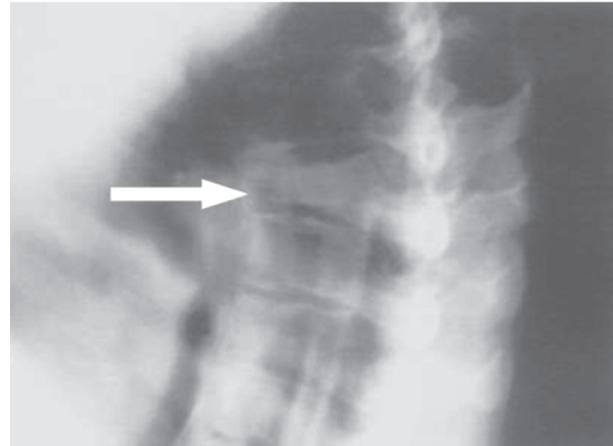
Рентгенограма грудного відділу хребта пацієнтки Б.
